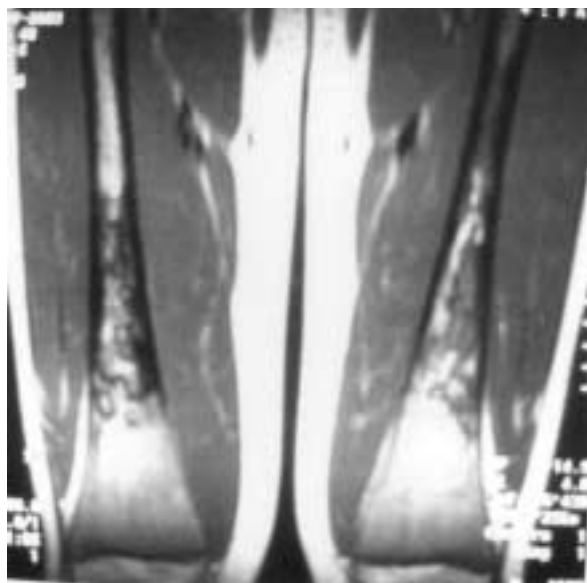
MRI γονάτων του τρίτου ασθενή έδειξε παθολογικό σήμα στις μεταφύσεις των οστών που απαρτίζουν τις κατά γόνα αρθρώσεις άμφω.
